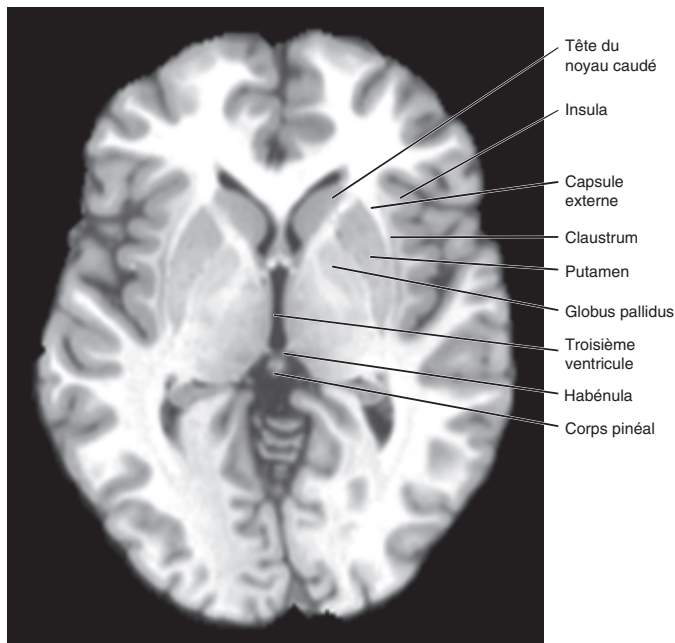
IRM, séquence pondérée T1 avec gradient substance blanche-substance grise, coupe transversale. Les noyaux de la base
